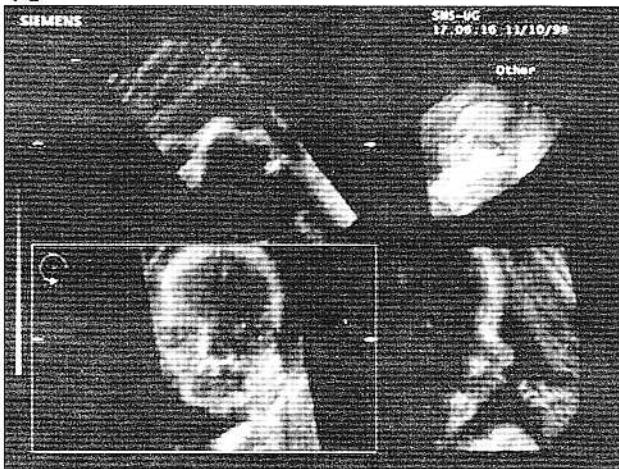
Ecografie tridimensională a feței fetale
